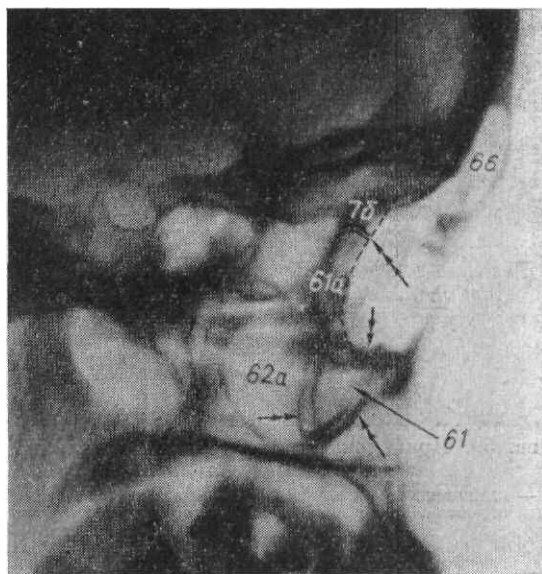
Фрагмент рентгенограммы черепа в боковой проекции.
